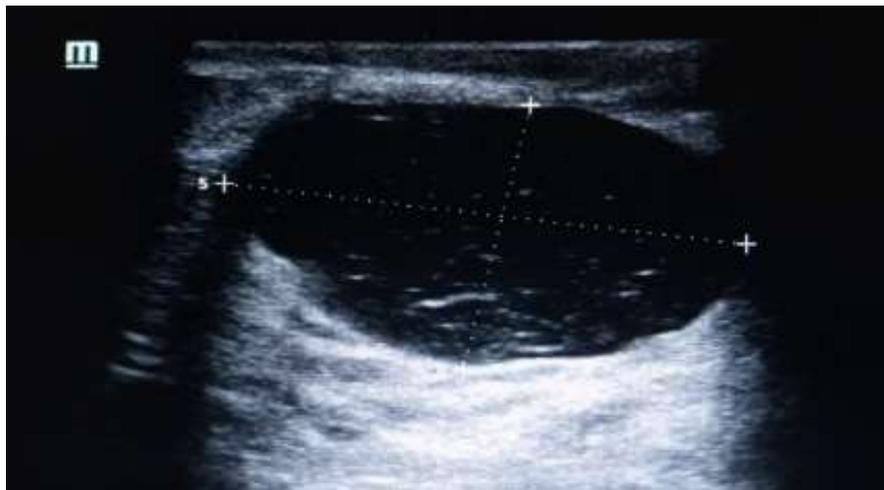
Formations kystiques, de forme ovale, avec un sédiment échogène, de grand axe horizontal, à paroi non épaissie et régulière, absence de nodule mural avec renforcement postérieur, ne s'allumant pas au doppler couleur. Kyste compliqué classé ACR3.
